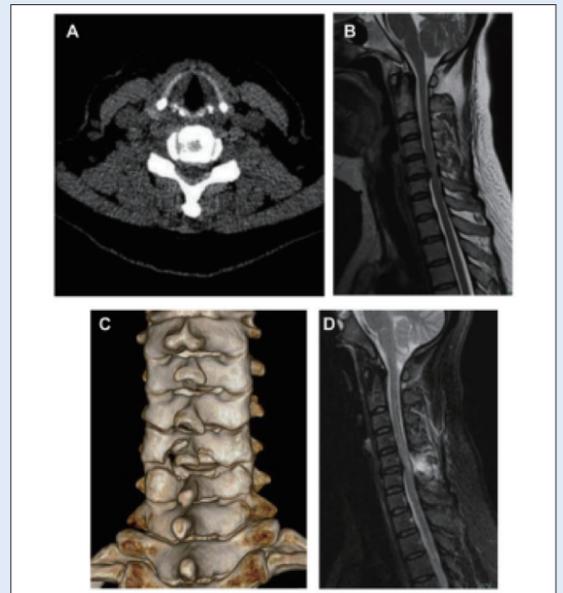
A和B. 术前MRIT2像：C5-6中央椎管狭窄，脊髓被突出及增厚的黄韧带明显压迫；C. 术后三维CT显示：双侧椎板切除位置及范围；D. MRI矢状面显示：中央管充分地减压
